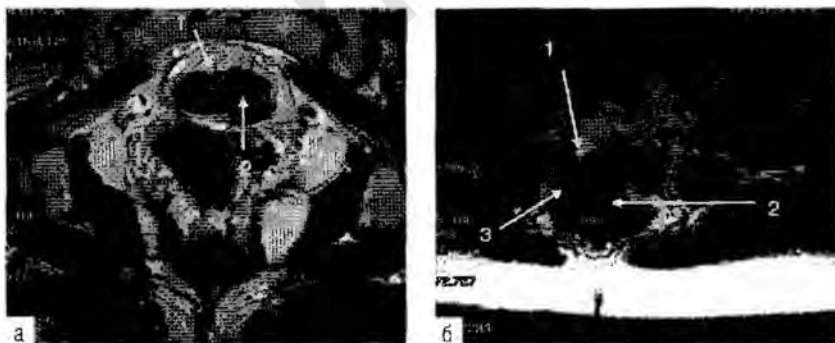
МРТ. На T2-взвешенном изображении в коронарной плоскости (а) дифференцируется петля сигмовидной кишки (1) с участком эндометриоза (2), прорастающим кишечную стенку на всем протяжении. На T2-взвешенном изображении в аксиальной плоскости (б) на фоне умеренной деформации петли сигмовидной кишки (1) определяется очаг эндометриоза (2), вызывающий сужения просвета кишки (3), прослеживающейся фрагментарно.
